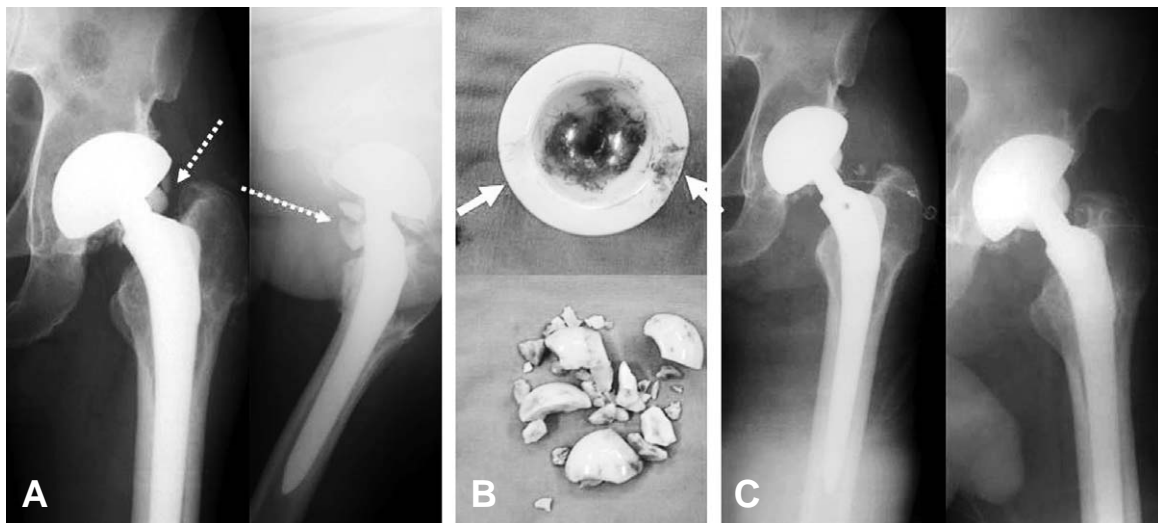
(A) Radiographs show broken pieces around femoral stem (dotted arrow). (B) Photograph showing a fractured ceramic head & liner. Liner fractured at peripheral edge (yellow arrow) and show black discoloration on inner surface. Ceramic head was broken in multiple pieces. (C) Radiographs after ceramic head & liner change.
